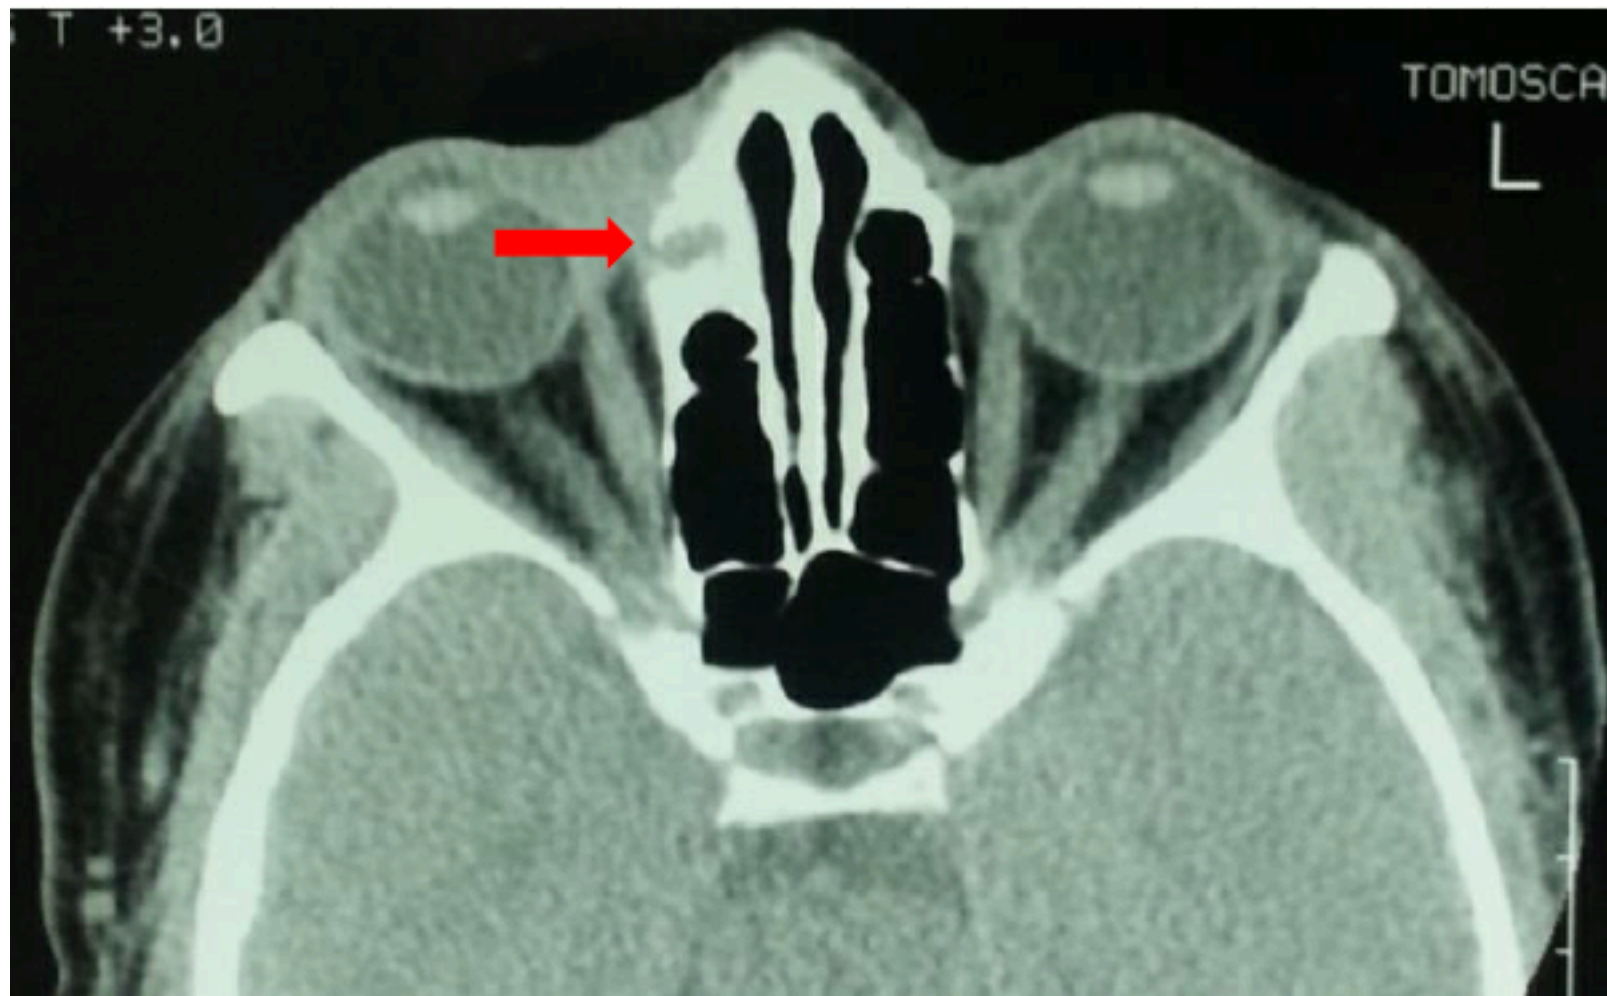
TDM du massif facial en coupe axiale : ethmoïdite compliquée d'une lyse de la paroi interne de l'orbite droit (→)
